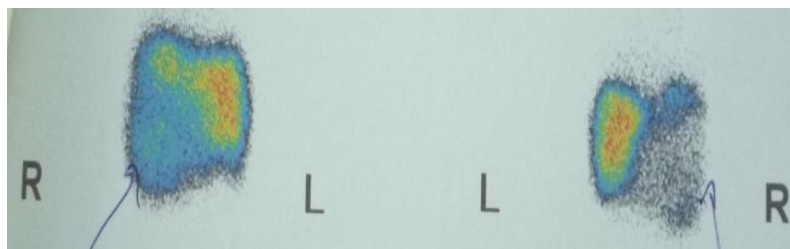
Scintigrafia ficatului. Formațiune tumorală hepatică: forma ficatului schimbată, conturul neclar, neregulat. Ficatul mărit în dimensiuni. În lobul drept al ficatului se observă o zonă de micșorare avansată a difuziunii preparatului radiofarmaceutic, care ocupă practic întregul lob. Concluzie: tablou scintigrafic de schimbări parenchimotoase difuze avansate în ficat. Hepatosplenomegalie.
